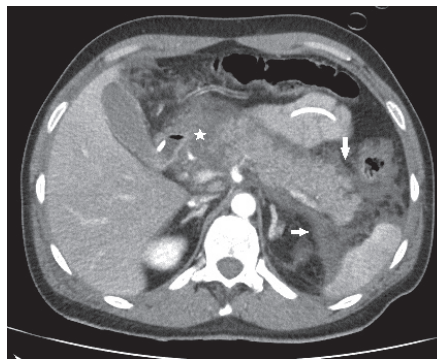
Компьютерная томография брюшной полости с контрастным усилением, аксиальная проекция. Картина крупноочагового панкреонекроза (отмечено звездочкой), парапанкреатита, инфильтративно-деструктивных изменений забрюшинной клетчатки (отмечено стрелками)
